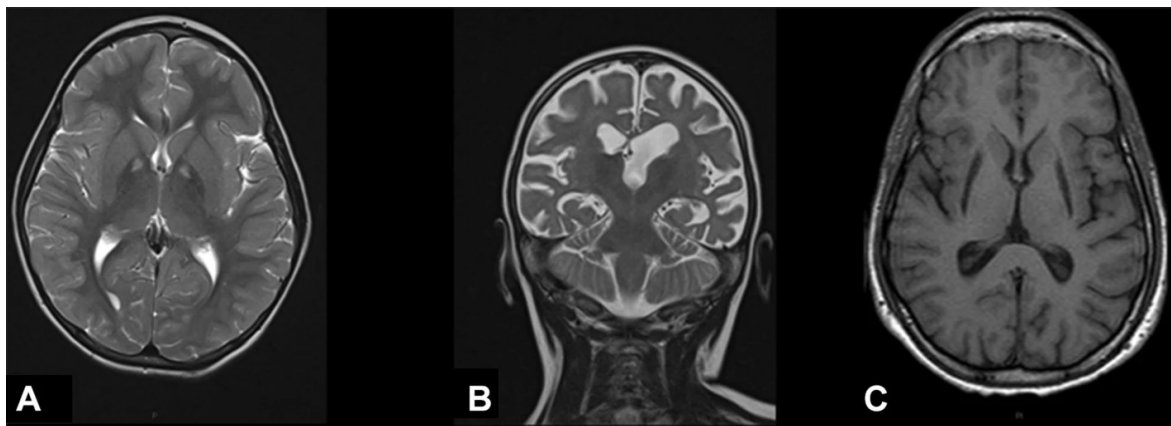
MRT-Aufnahmen pädiatrischer Patienten*innen mit Zeichen einer Neurodegeneration (40)
